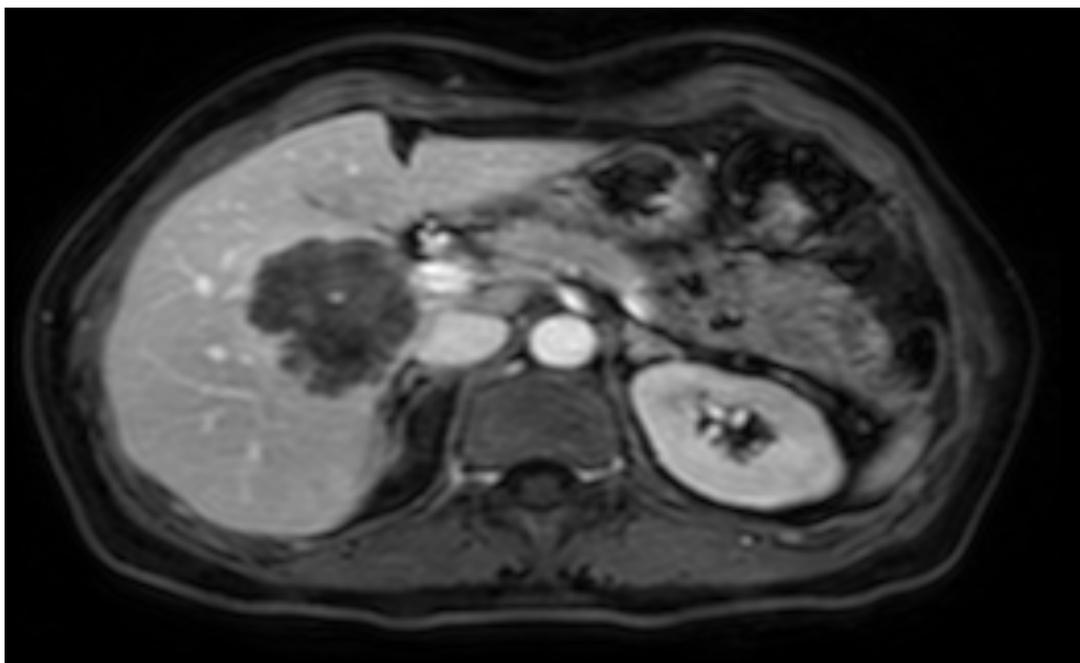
МРТ органов брюшной полости с контрастированием до начала лечения: метастазы S5/S8 печени размерами до 51 мм с вовлечением области ворот печени и правой ветви воротной вены
